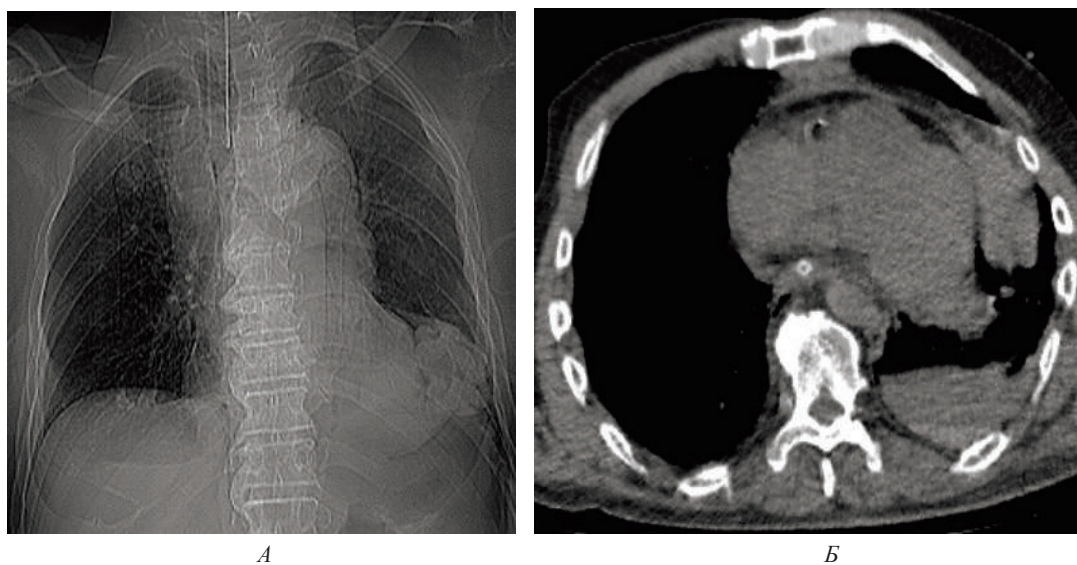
Компьютерные томограммы груди пострадавшего Б., 63 лет с разрывом перешейка аорты при закрытой сочетанной травме груди: А – прямая проекция, Б – поперечный срез.
